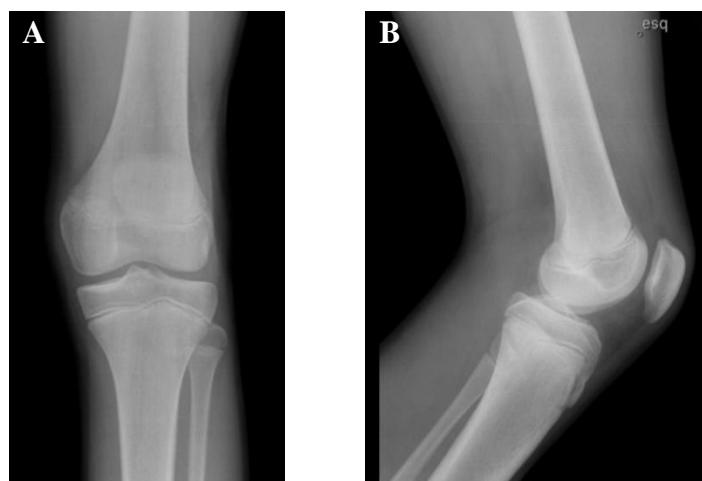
Radiografia do joelho esquerdo (12/09/2013)*. A – incidência ântero-posterior. B – incidência lateral. (*imagens provenientes do Serviço de Ortopedia do CHLN, NSC 512481*)
